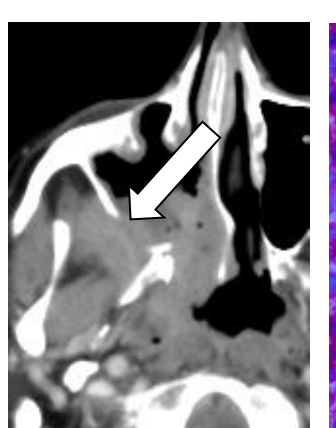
CT: Lokalrezidiv vier Monate nach radikaler Resektion.
